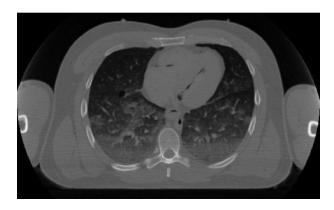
Die CT-Aufnahme zeigt einen Querschnitt durch den Brustbereich. Sogar Details der Lungenstruktur sind noch zu erkennen.
